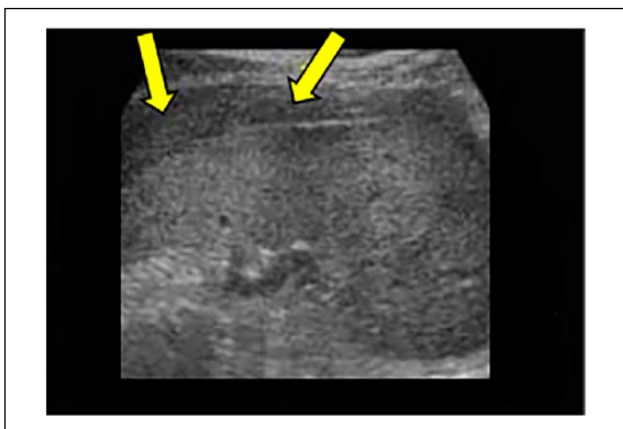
Ematoma epatico sottocapsulare ecograficamente evidente come spazio ipoeogeno fra la capsula ed il parenchima epatico (frecce).
